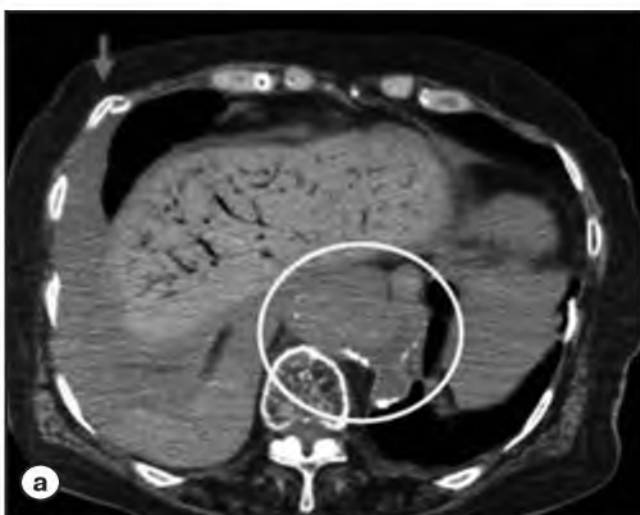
Посмертная МСКТ. Случаи скоропостижной смерти. Разрыв аневризмы аорты [33].
